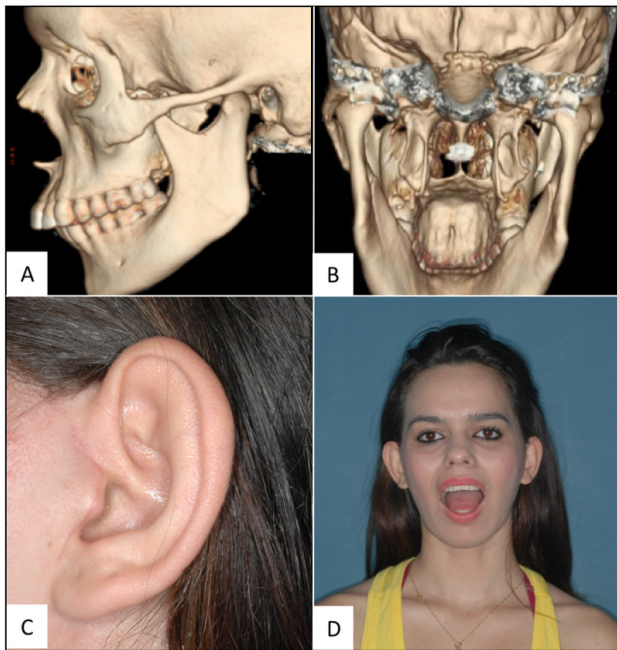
Reconstrução em 3D de TC pós-operatória imediata mostrando ausência de eminência articular esquerda e cabeça da mandíbula adequadamente posicionada na fossa articular.
